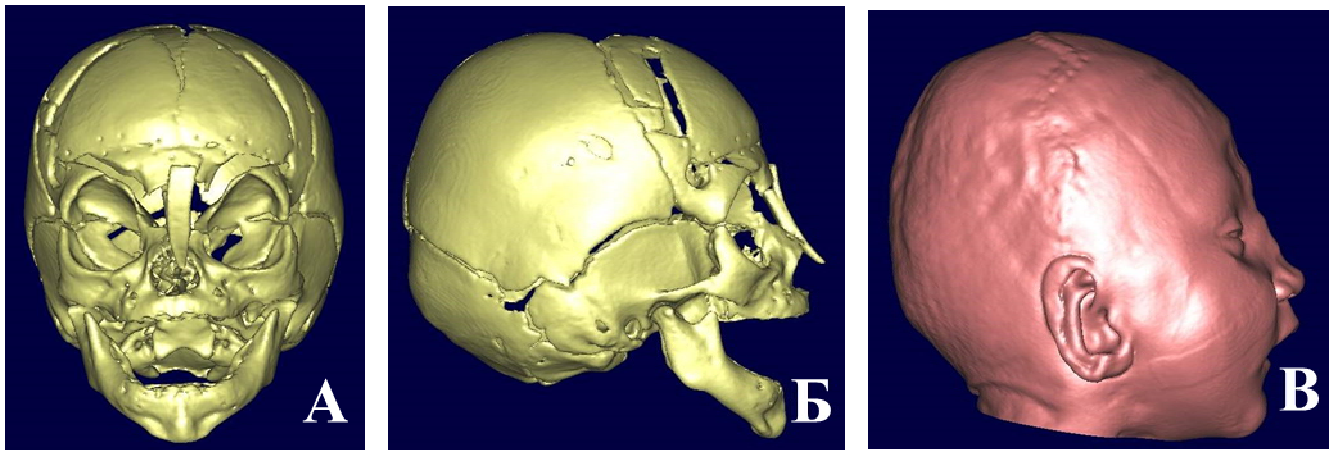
Пациентка Д-ва, 2 мес. Изображение КТ 3-D пациентки с фронто-назальной черепно-мозговой грыжей после операции. А - 3D-реконструкция в костном режиме. Прямая проекция, Б - 3D-реконструкция в костном режиме. Боковая проекция, В - 3D-реконструкция в мягкотканном режиме. Боковая проекция
